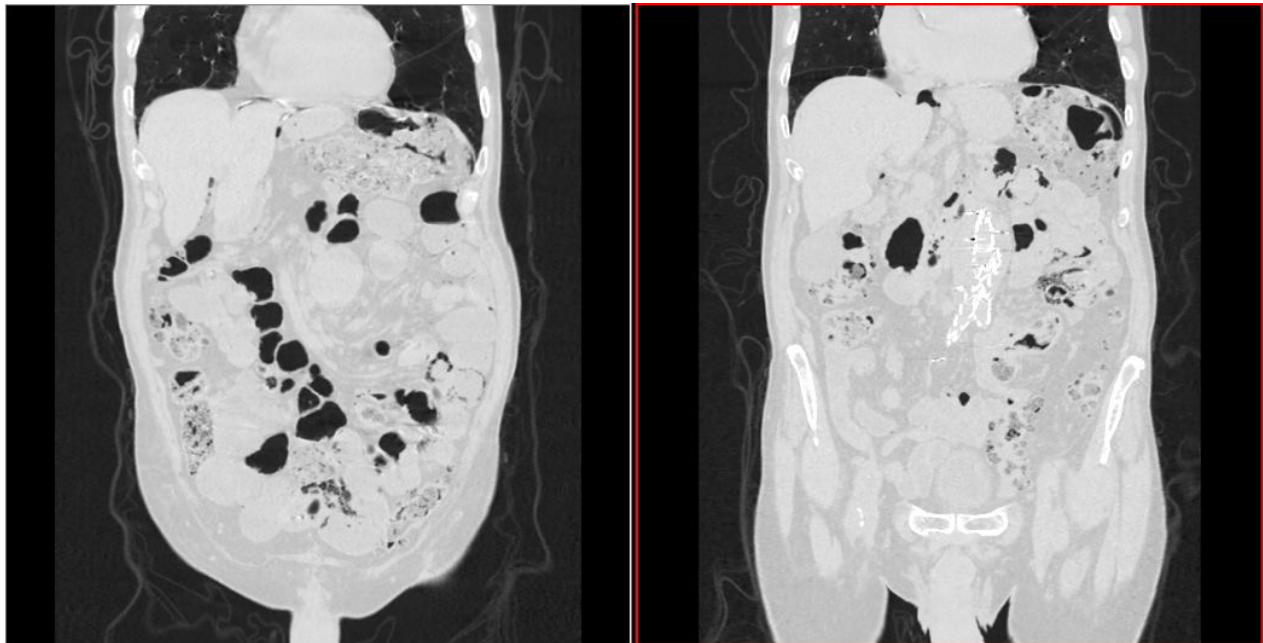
Transversal CT images in lung window showing pneumoperitoneum, “bubbles” within the walls of small intestine and in the mesentery.
